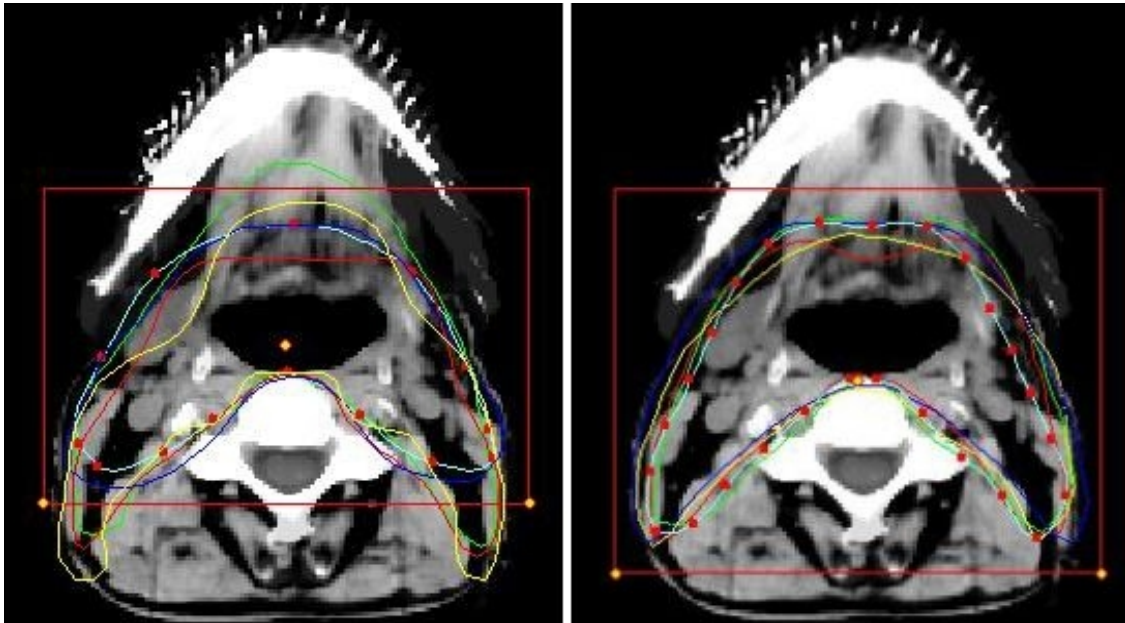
Manuelle (links) und semiautomatische (rechts) Konturen der 5 Einzeichner auf Höhe des Mandibulumunterrandes im CT-Datensatz II.
